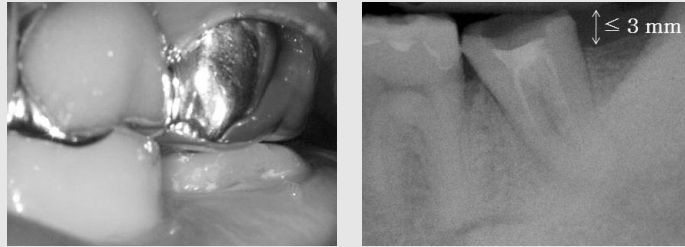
하악 좌측 제2대구치의 초진 시 임상 및 방사선사진. 짧은 임상치관과 불완전한 근관충전모습을 볼 수 있다.
